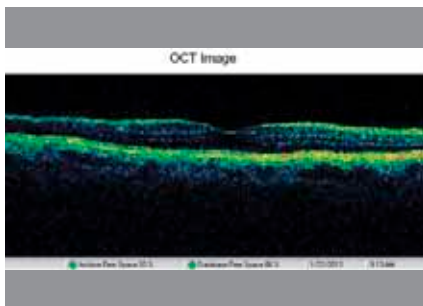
Оптическая когерентная томография больной М. через 12 мес после операции: уменьшение толщины сетчатки до 260 мкм.
